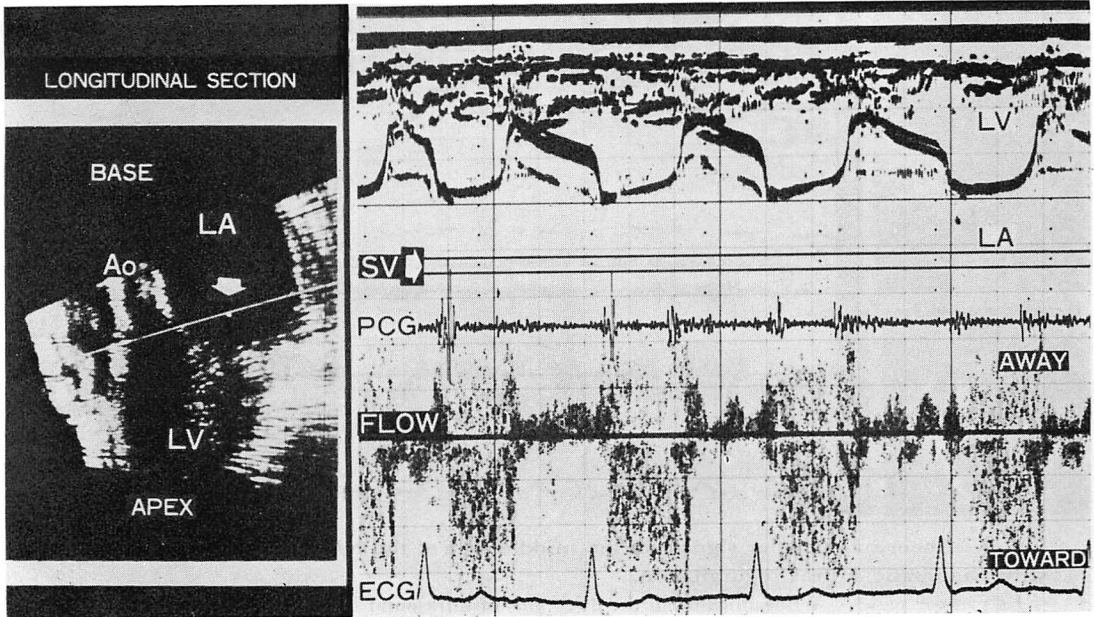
Abnormal Doppler signals in the left atrial cavity in a patient with rheumatic mitral regurgitation.
